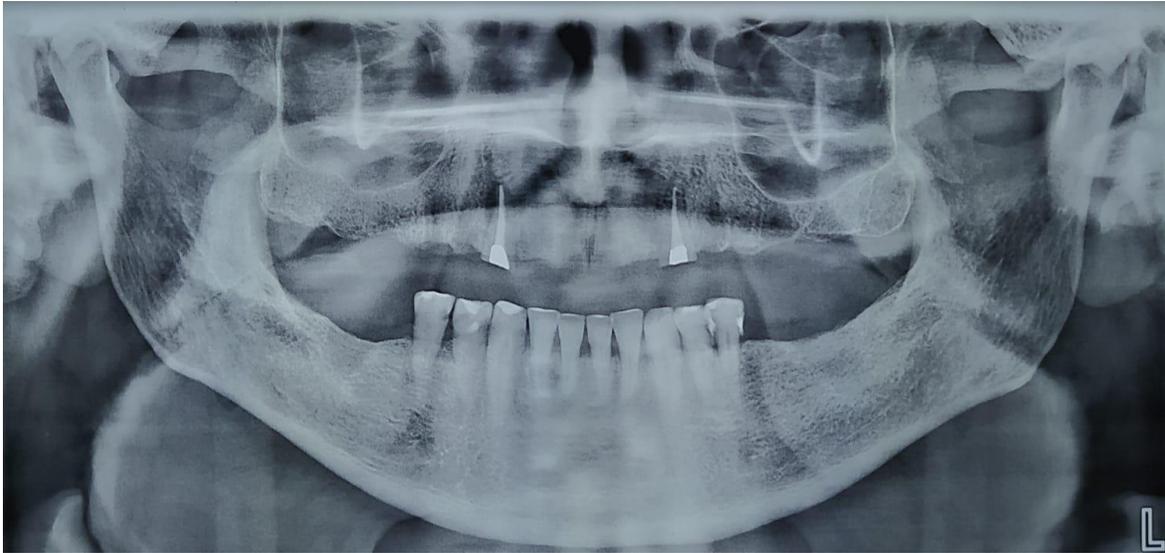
Radiografía panorámica final
